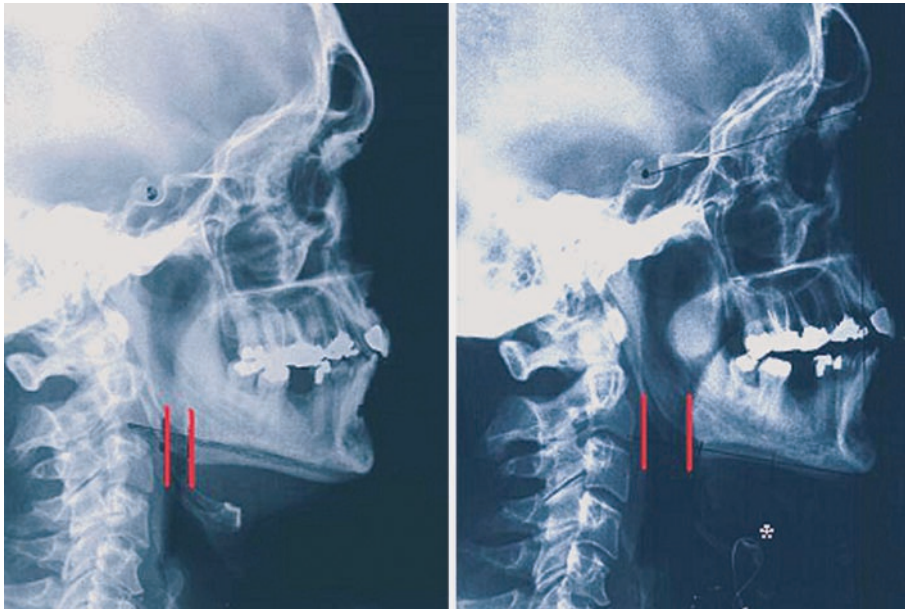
Das linke Bild zeigt ein Fernröntgen-seitbild (Kephalemetrie) vor der Operation. Rechts ist das postoperative Röntgenbild im Vergleich dazu. Der Abstand zwischen den beiden roten Linien markiert jeweils den Atemwegsdurchmesser auf Zungengrunde-bene. Man erkennt die deutliche Erweiterung der Atemwege postoperativ. Auf dem rechten Bild ist außerdem der Draht (\*) nach durchgeführter Hyoidsuspension zu sehen.
